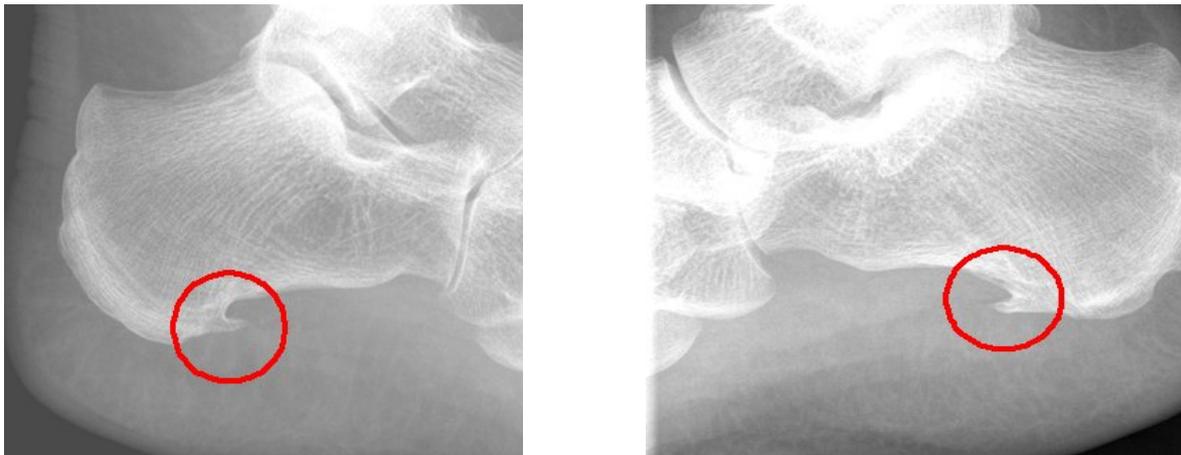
Röntgenologische Darstellung eines plantaren Fersenspornes
